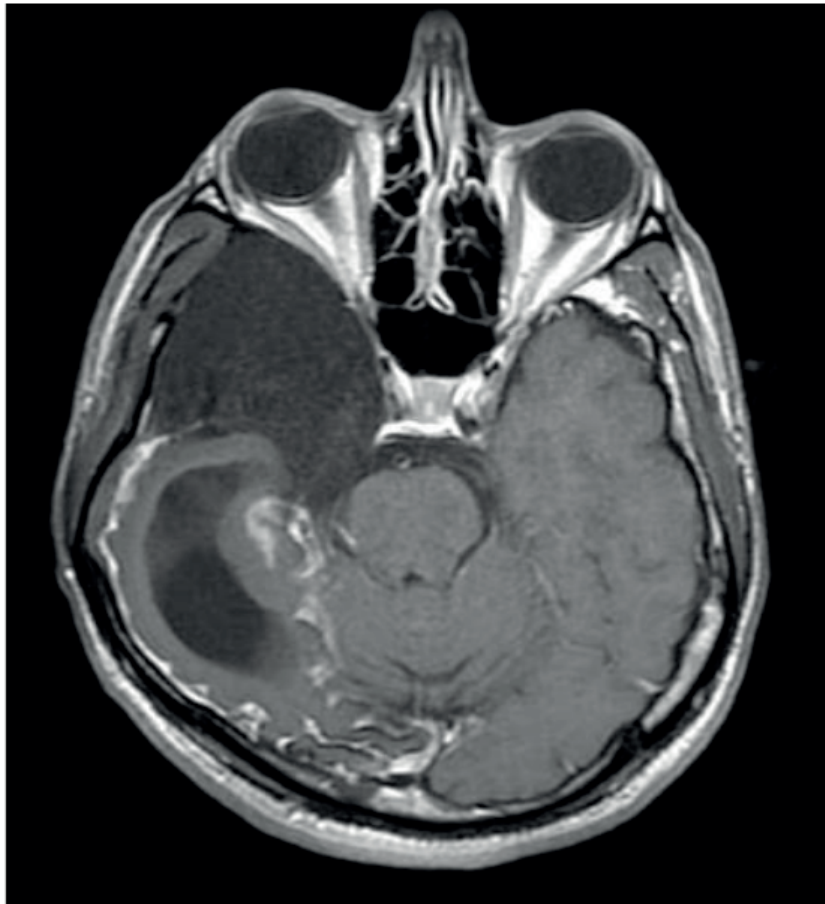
Corte Transversal RM crânio.
